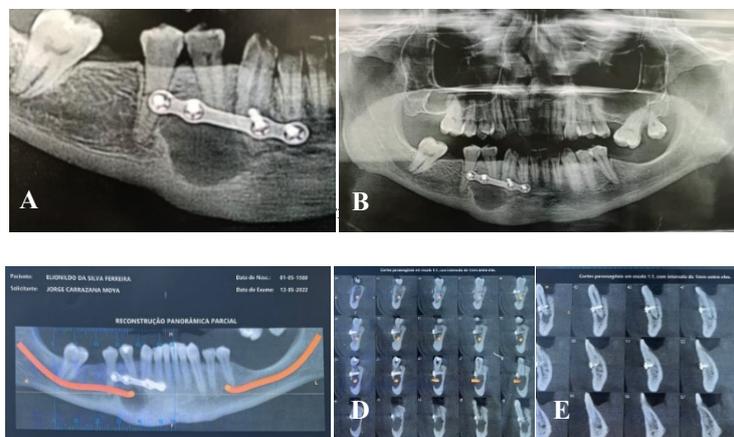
Tomografia parcial (C), cortes parassagittais (D-E).
